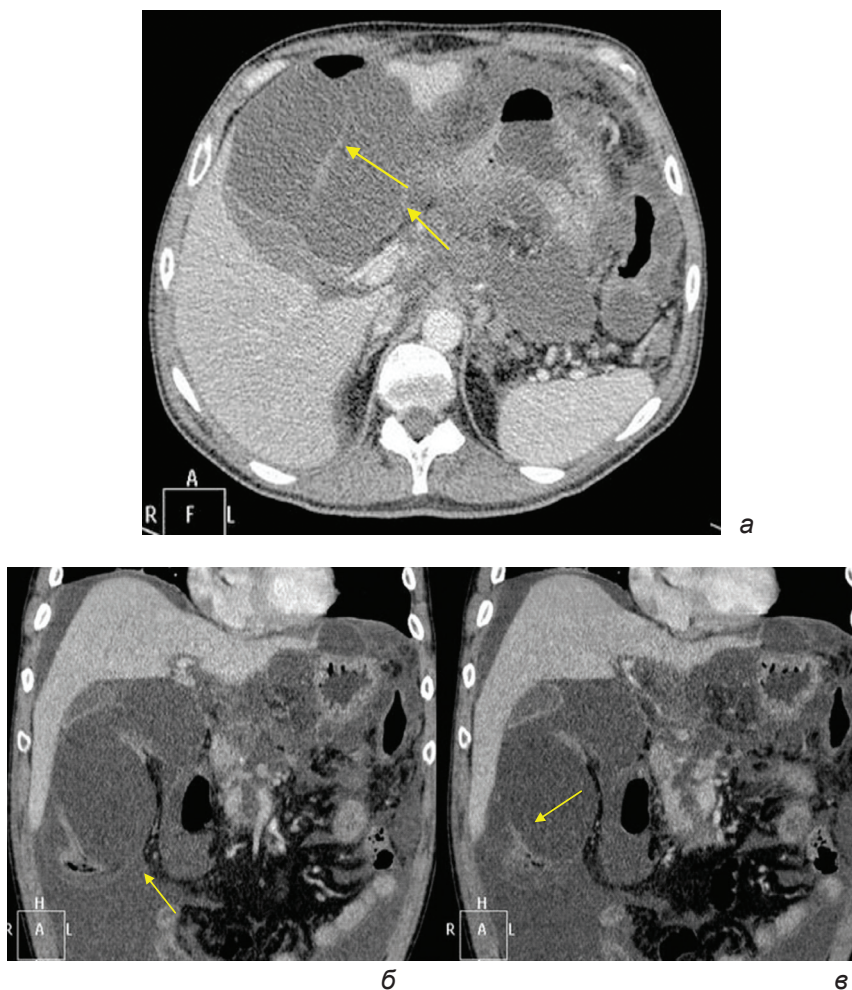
Компьютерная томография с болюсным контрастированием у пациента с панкреонекрозом. Венозная фаза, аксиальный скан (а), реконструкции в коронарной проекции (б, в) Парапанкреатическая жировая клетчатка выражено инфильтрирована, в парагастральной области визуализируются жидкостные скопления. По передне-медиальному контуру печени определяется формирующееся отграниченное жидкостное скопление, фрагментарно прослеживается формирующаяся капсула (стрелки). Указанное жидкостное образование деформирует печень, деформирует и оттесняет в краниальном направлении желчный пузырь.
